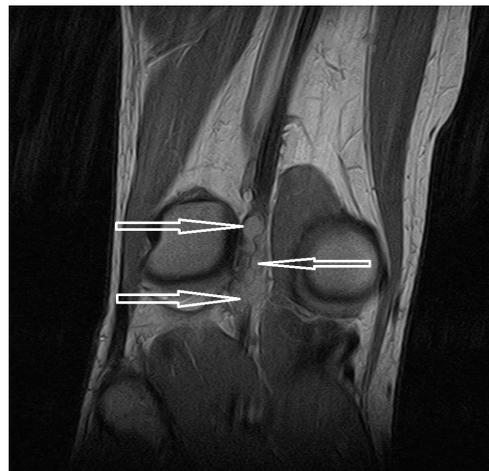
МР-томография пациента с КБА (фронтальный срез). Стрелками обозначены кисты артерии
